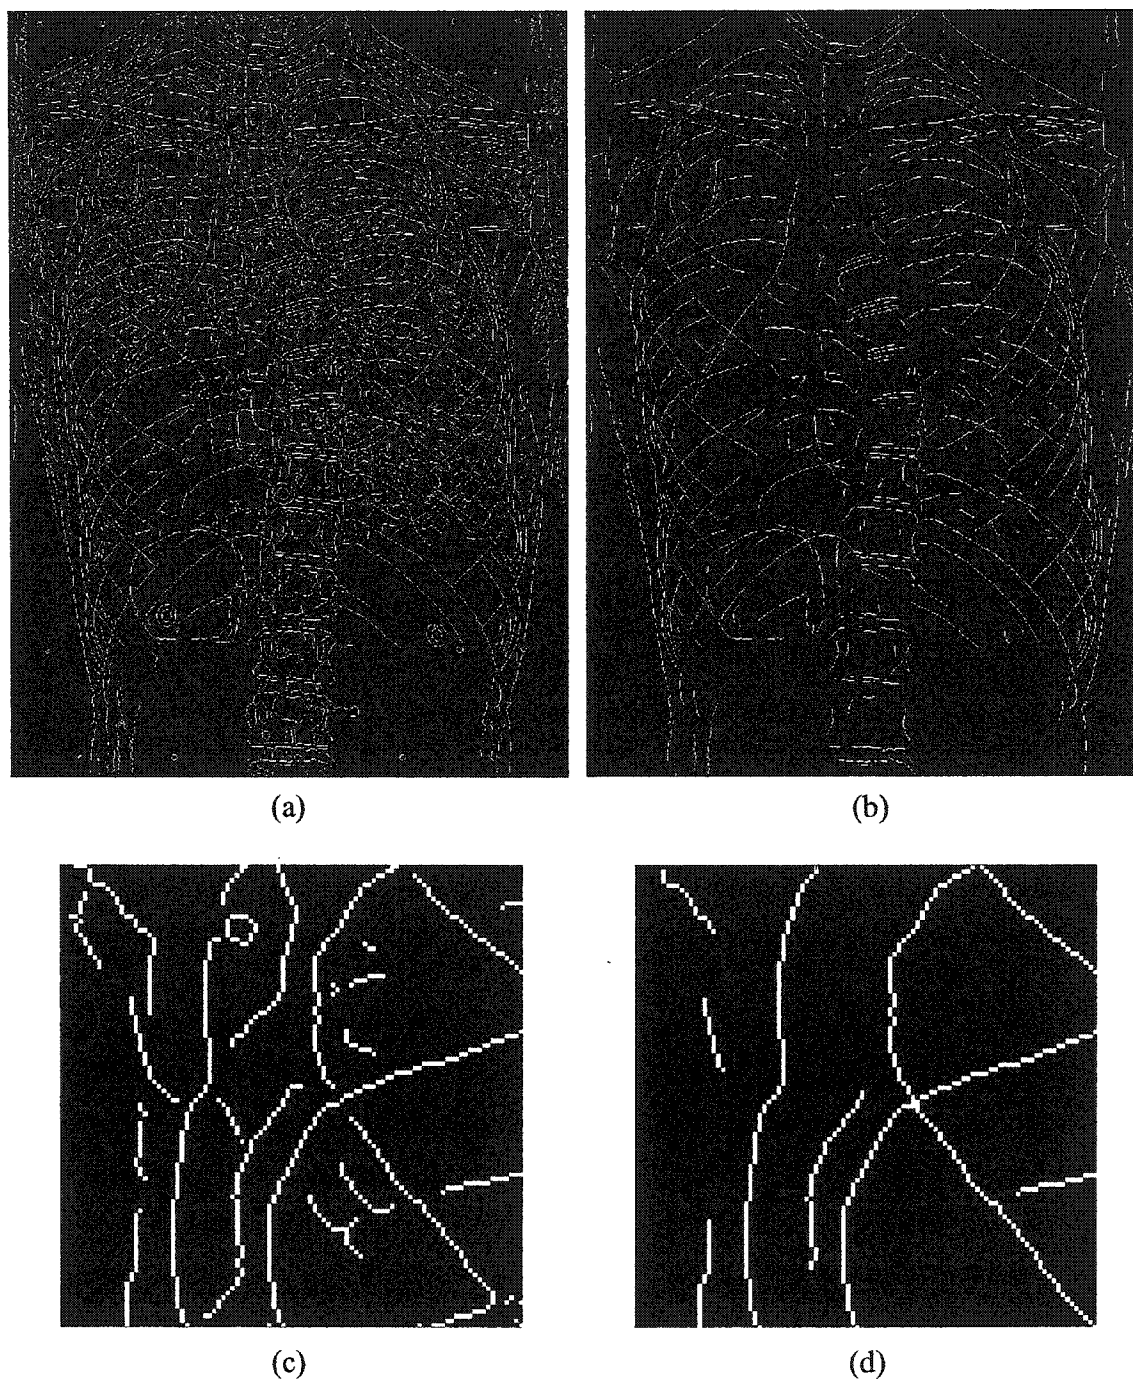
Post-traitements sur une radiographie PA-0° : carte de contours initiale (a) et après traitements (b) et détails sur une portion de la carte de contours (c et d)
